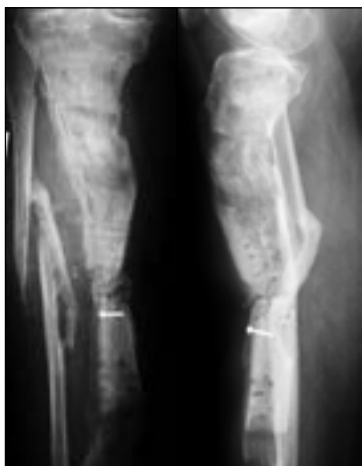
Лікування сегментарного дефекту гомілки довжиною 160 мм тріфокальним (антеградним і ретроградним) кістковим транспортом і кільцевим АЗФ (рентгенограми: а) під час госпіталізації; б) після фіксації кільцевим АЗФ та виконання остеотомії — пряма проєкція; в) бокова проєкція); г, д) клінічні фото нижньої кінцівки в кільцевому АЗФ
